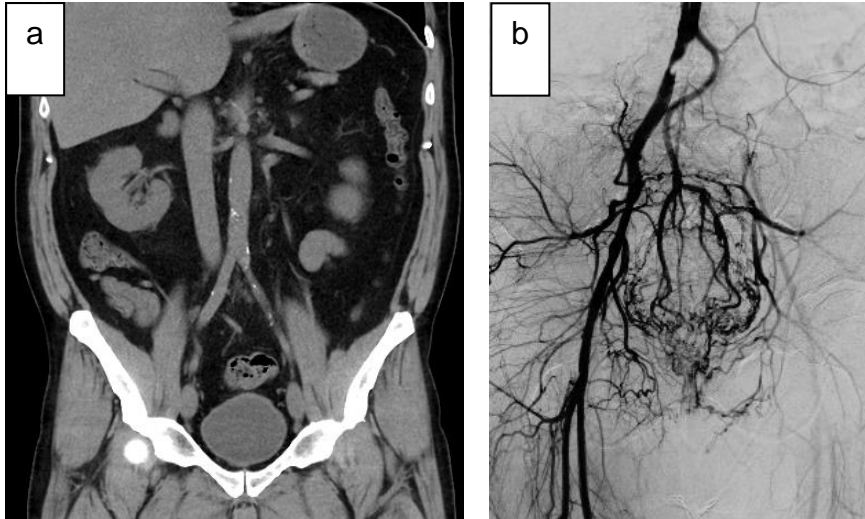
CT Abdomen nativ ca. 4 Tage vor der Angiographie mit minimalen sichtbaren Verkalkungen
